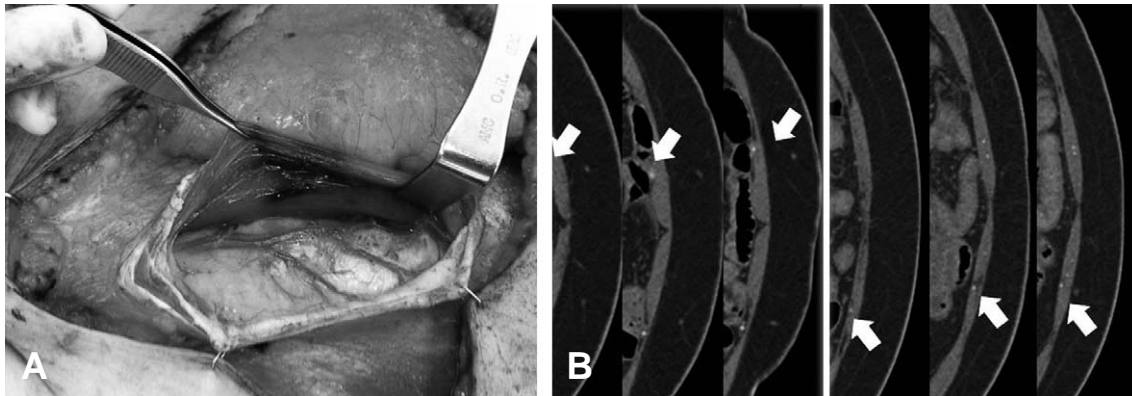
DIEA running underneath rectus muscle until the level of the perforator. (A) Intraoperative findings. (B) Preoperative CT angiography findings.
